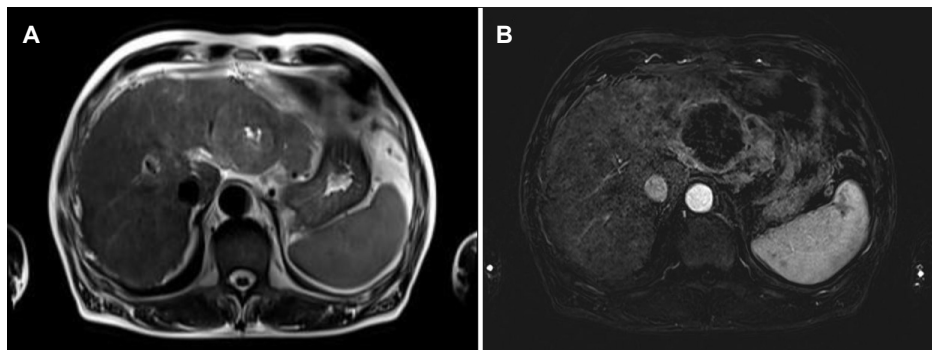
MRI showed a 5.6 cm-sized heterogenous round-shaped mass, where relatively high signal intensity in T2-wieghted images (A) and low signal intensity with peripheral enhancement in T1-weighted images (B).
